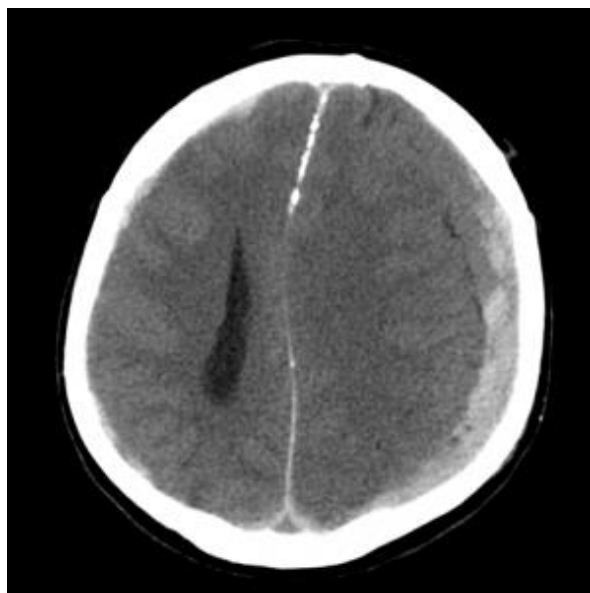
КТ-признаки СДГ левой височно-теменной области<sup>1</sup>
